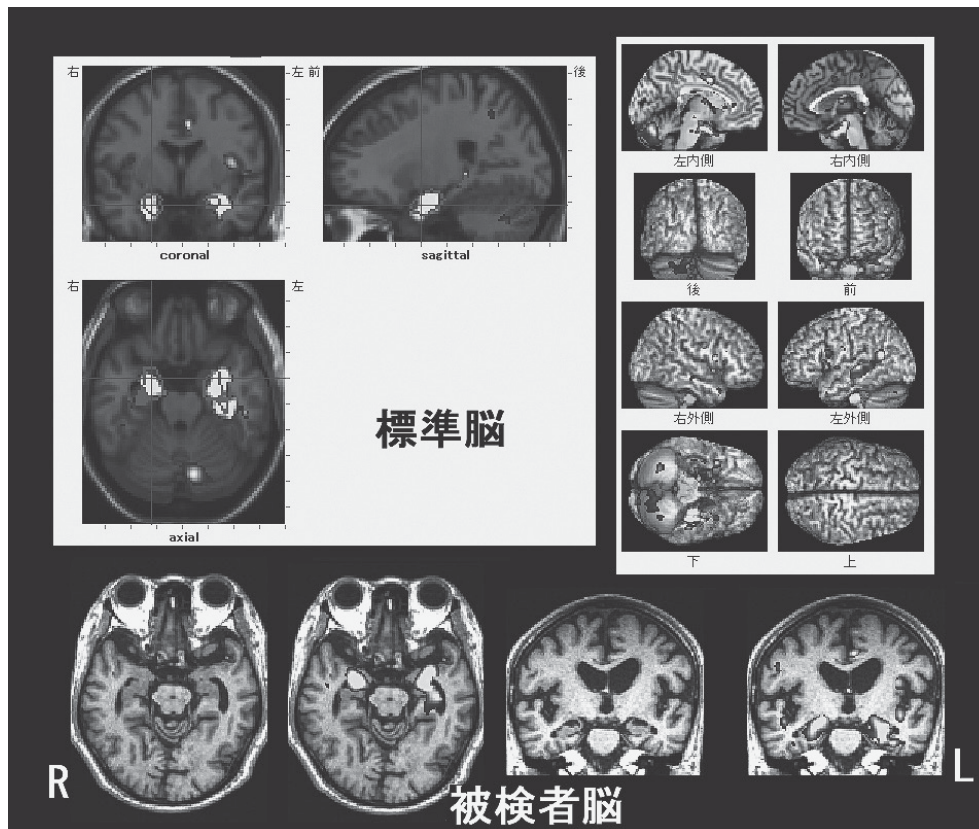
70代前半 Alzheimer 病男性の脳 MRI の VSRAD[®] 解析
